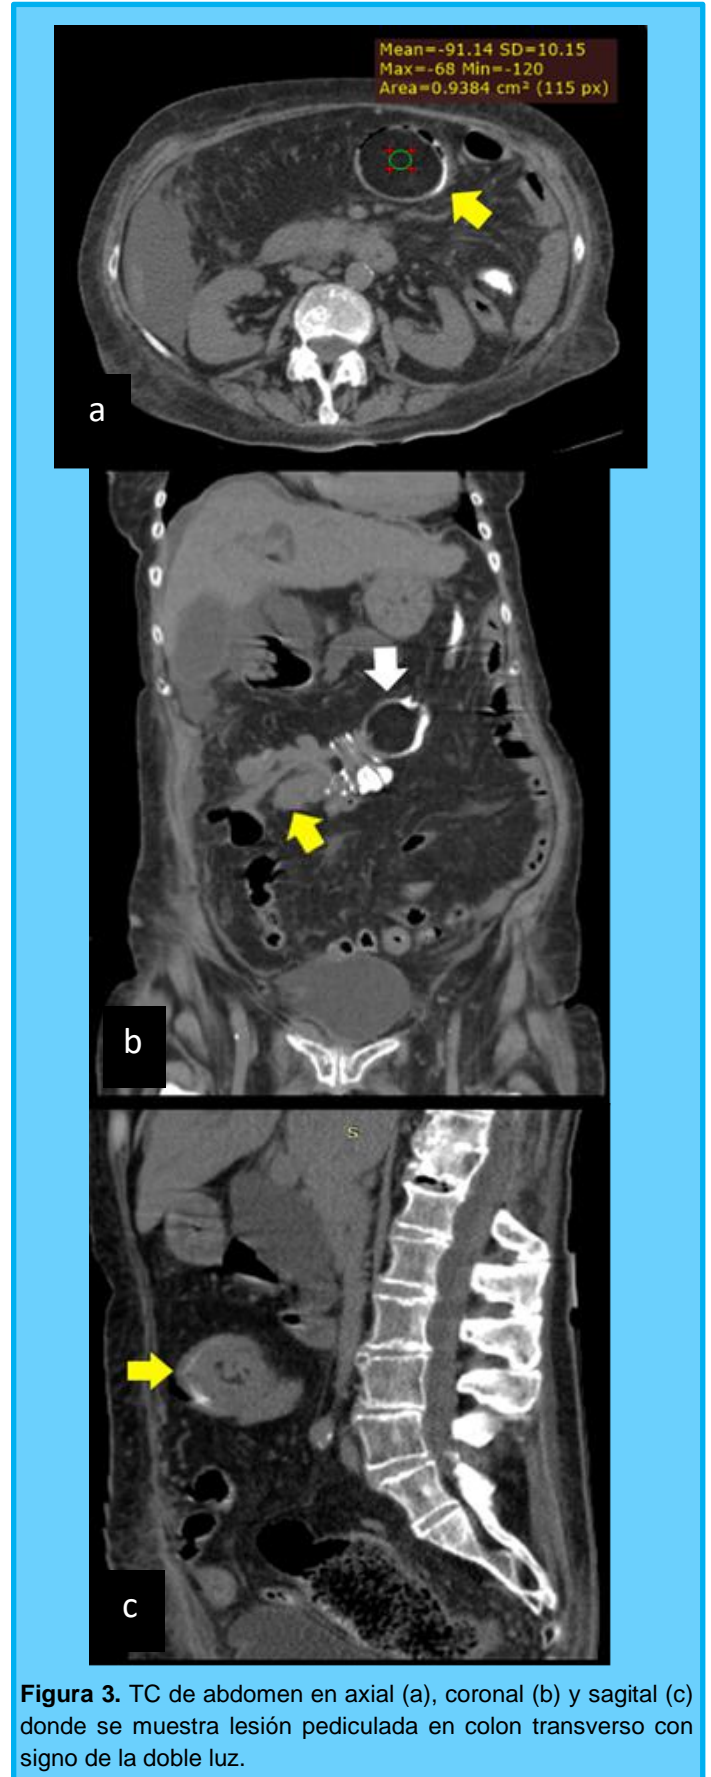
TC de abdomen en axial (a), coronal (b) y sagital (c) donde se muestra lesión pediculada en colon transverso con signo de la doble luz.
